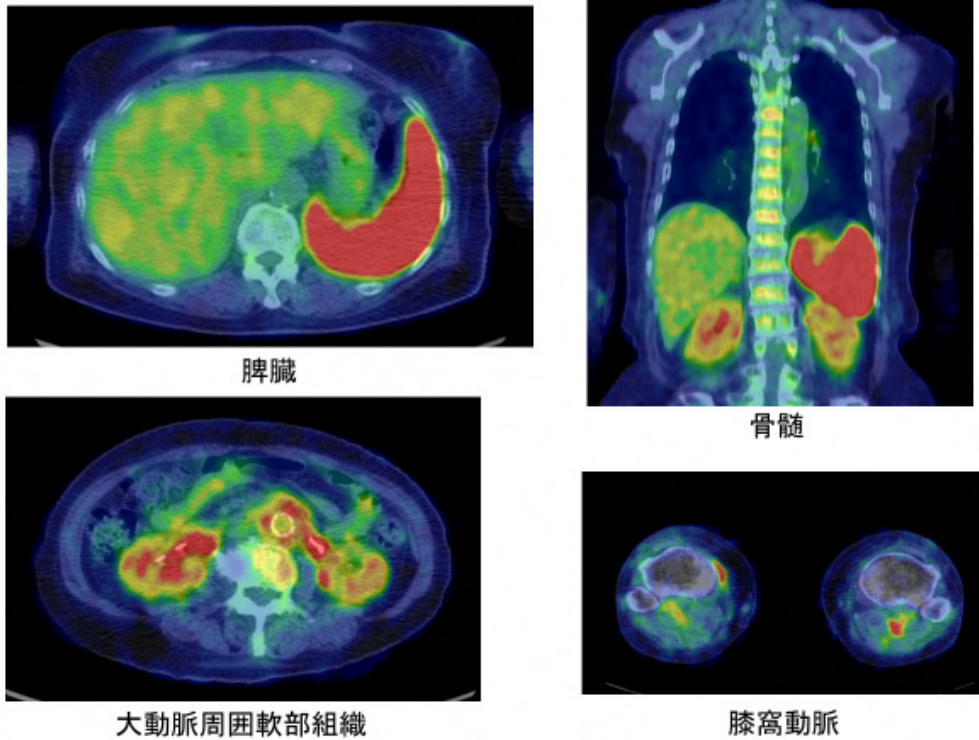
初診時PET-CT画像. 集積を認めた部位を示す.
